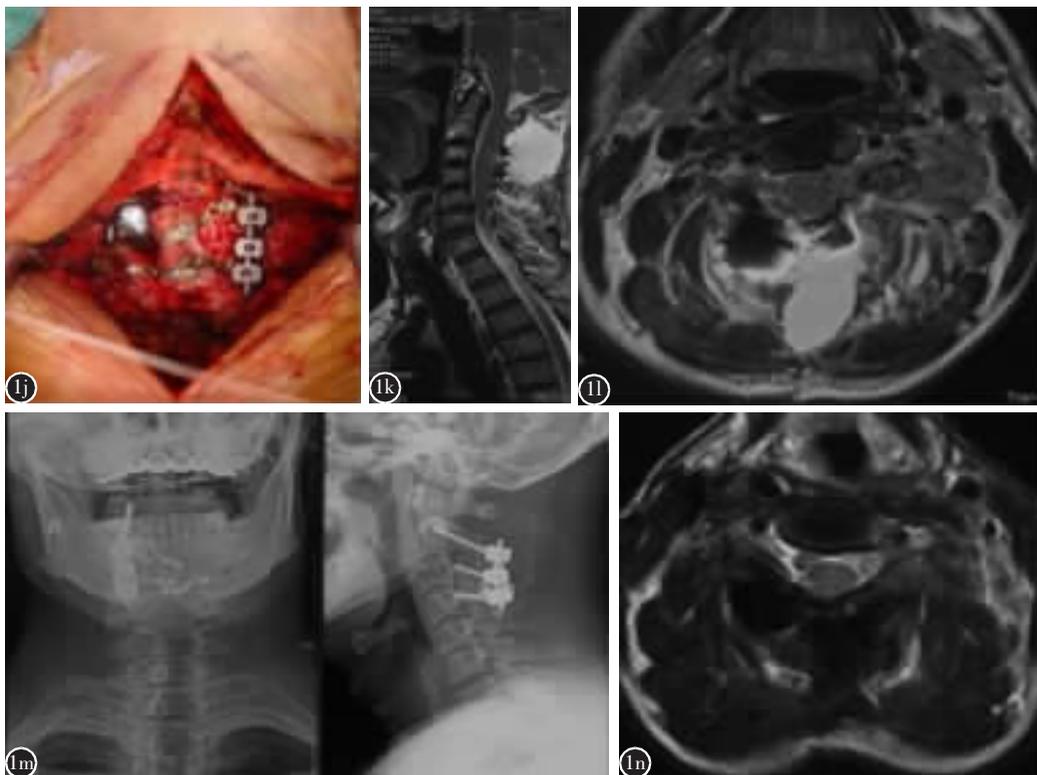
j 采用侧块螺钉、椎弓根螺钉内固定术及 ARCH 微型钛板重建椎板, 达到上颈椎稳定性的完整重建 k、l 术后 MRI 示肿瘤完全切除, 脊髓无压迫 m 术后 X 线片示内固定位置良好、颈椎稳定性良好 n 术后半年 MRI 示肿瘤无复发
